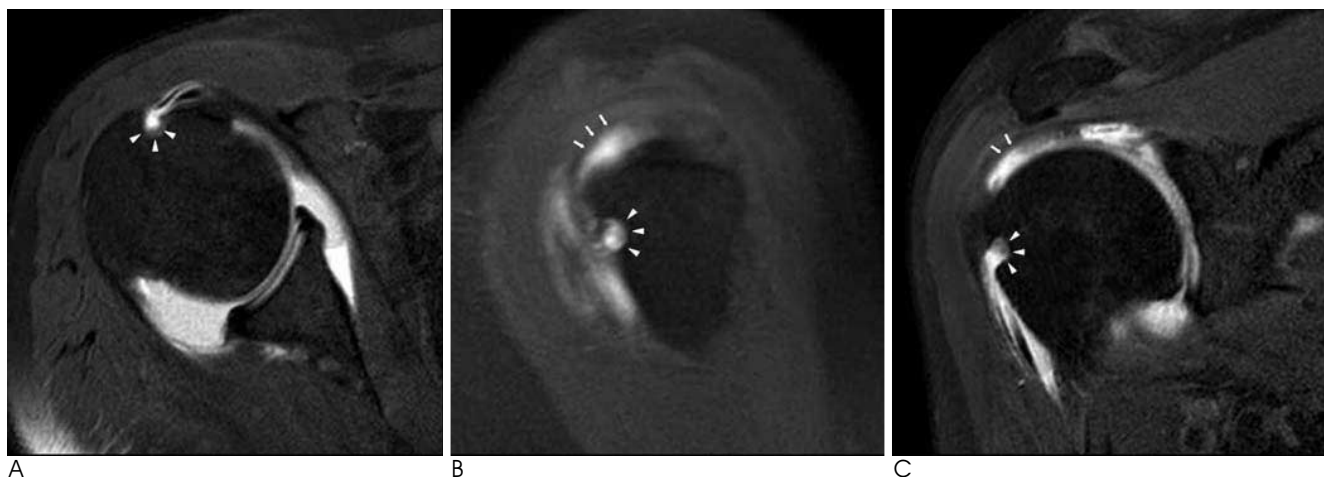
Cystic lesion posterior to the bicipital groove (BG) of the humeral head. On fat-suppressed T1-weighted axial MRA (A), fat-suppressed T1-weighted oblique sagittal MRA (B) and fat-suppressed T1-weighted oblique coronal MRA (C), high signal intensity of contrast material fills cystic lesion (arrowheads) posterior to the bicipital groove (arrows).
